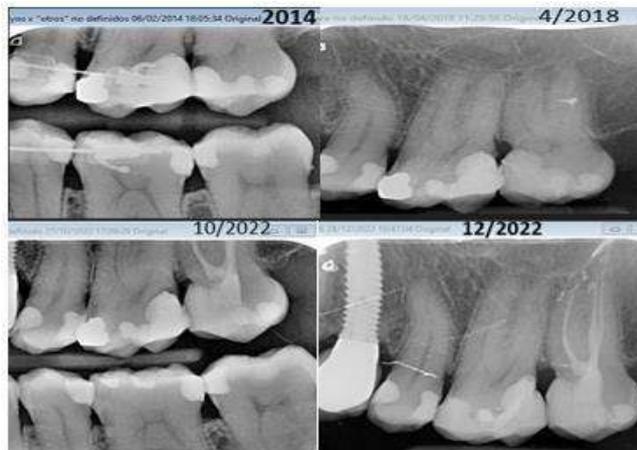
Estudio radiográfico de periapicales piezas 26, 27, desde 2014.
